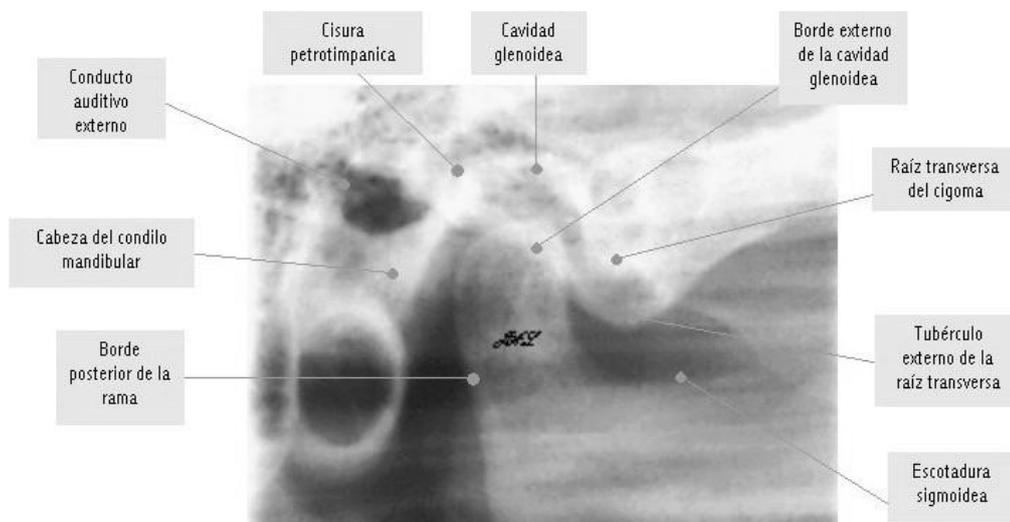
Radiografía lateral de la ATM en donde están señaladas las diferentes estructuras anatómicas que se pueden observar a través de ella. Tomado Argoitía y Learreta, 2004.⁴⁸ Adaptado por L. Barroeta.
